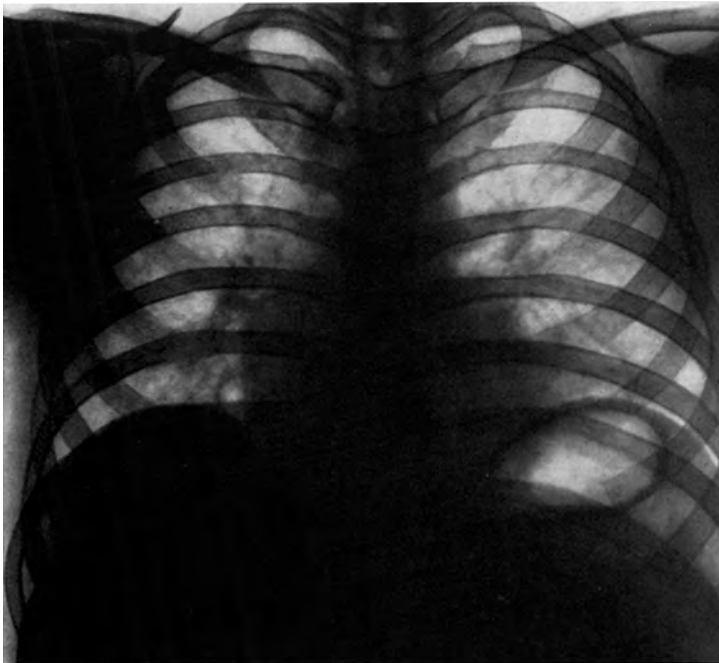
Röntgenaufnahme des S. W. 1956
